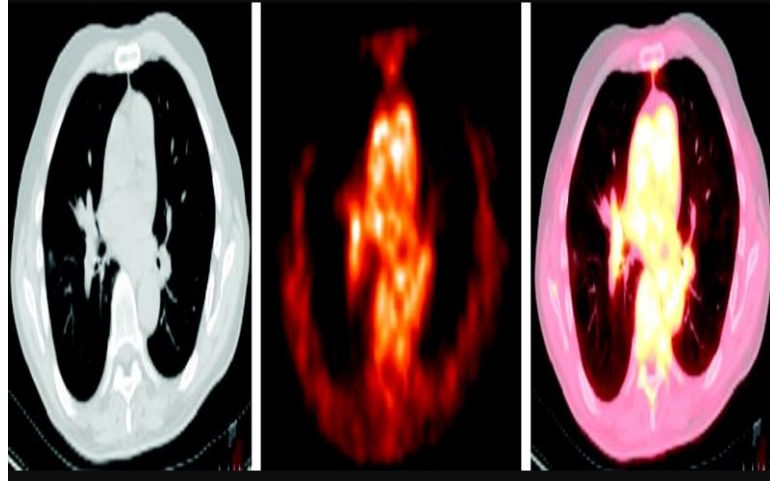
PET Cihazı (Anadolusaglik, 2023).
